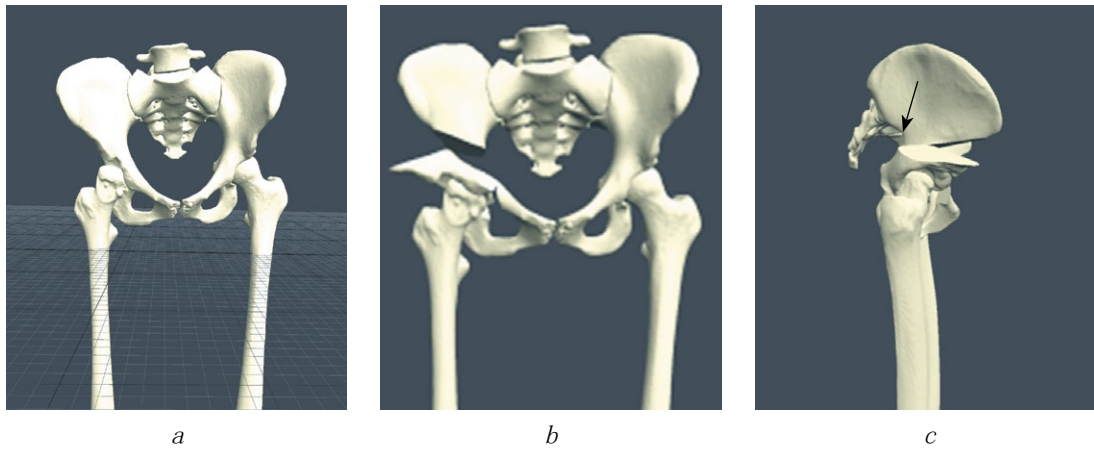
使用 PME 规划师程序规划手术干预: *a* - 多层 CT 后获得的图像分割; *b* - 骨盆截骨术和规划髋臼位置的矫正; *c* - 规划后髋臼骨块的必要平移
